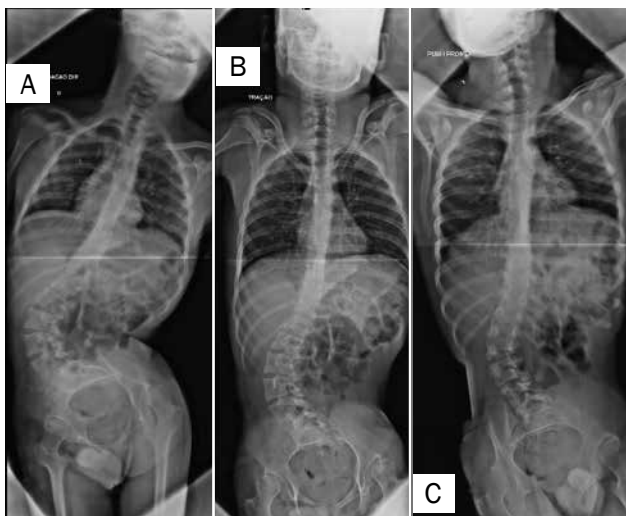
Radiografias em tração.
